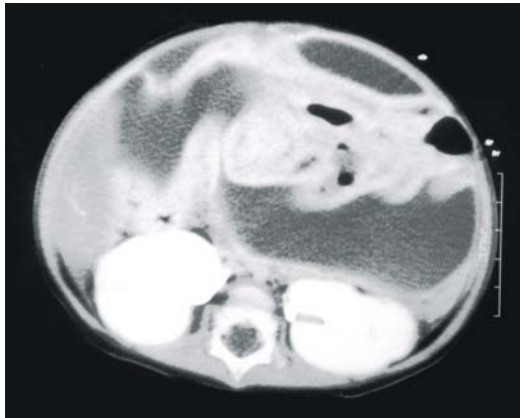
Enhanced abdominal CT scan at 17th day after development of high fever and abdominal distention shows loculated ascites with wall enhancement suggesting bile peritonitis.
